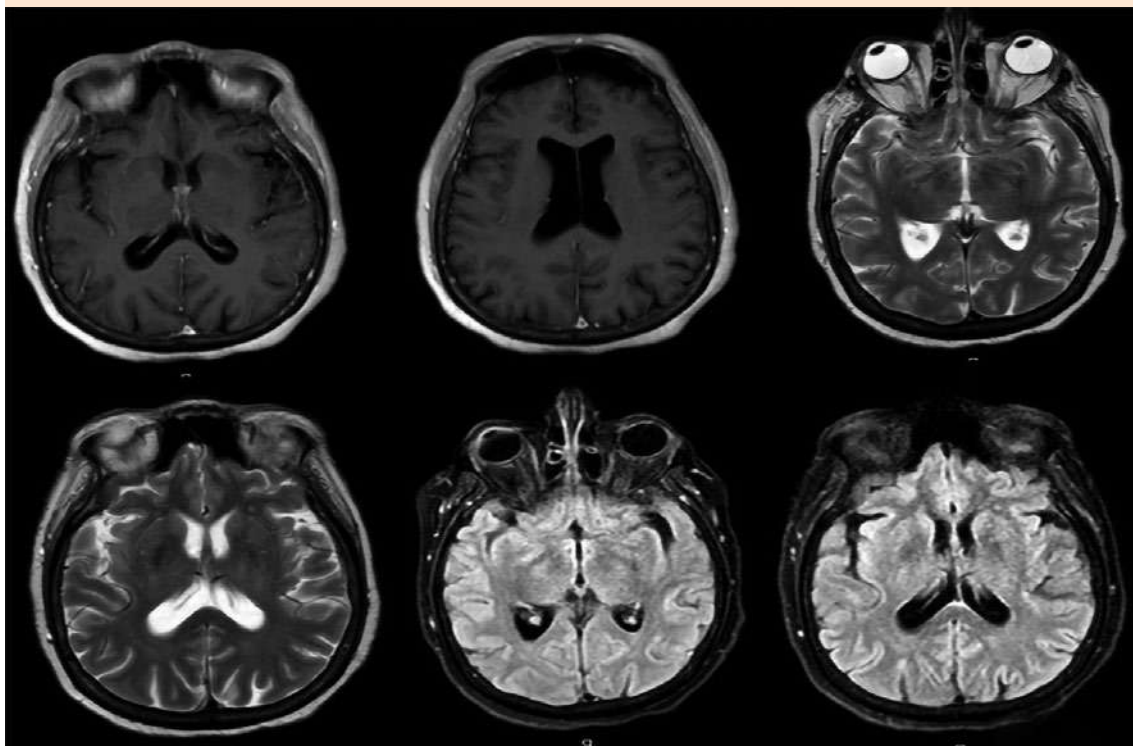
Resonancia magnética de encéfalo simple y con gadolinio que muestra migración transependimaria leve con el resto de las estructuras normales.
